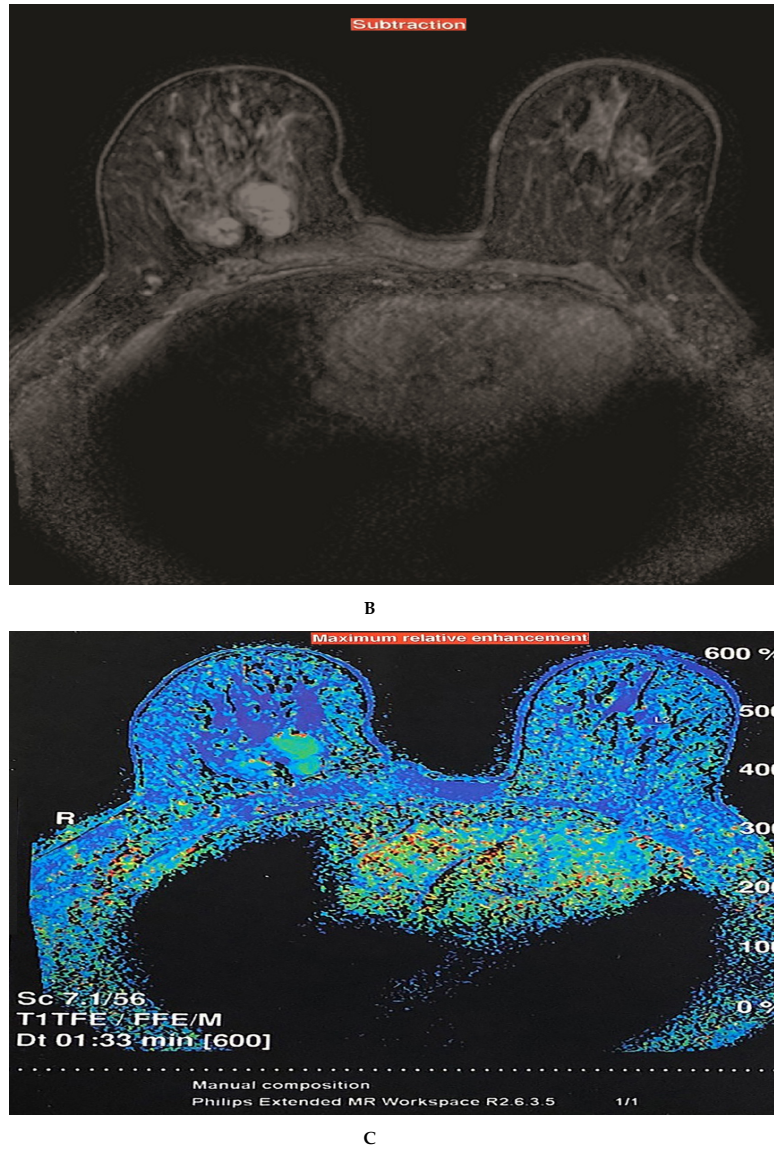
(A) Diagnostic MRI (Source). (B) Diagnostic MRI (Subtraction). (C) Diagnostic MRI (Maximum relative enhancement).
